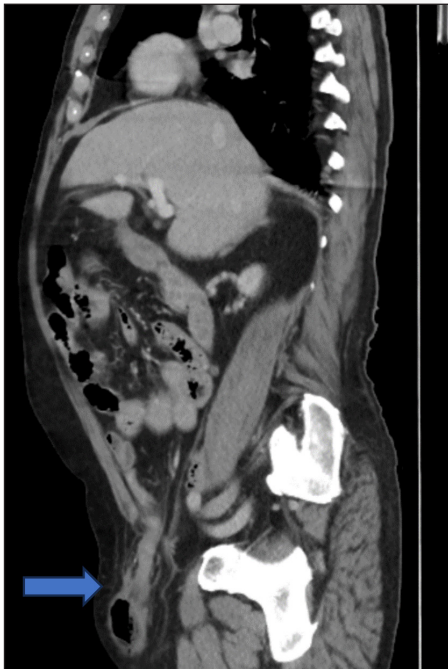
Sagittal reformat of the CT scan shows the herniated appendix as hyperdense tissue in the anterior abdominal wall suggesting Amyand's hernia (Arrow).
